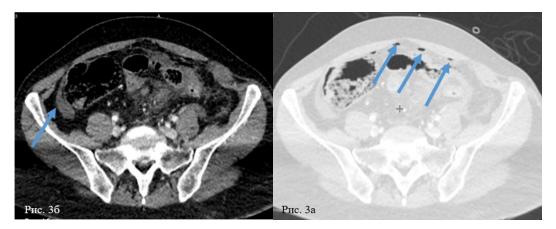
КТ живота, аксиальные проекции: a – свободный газ (голубые стрелки); б – свободная жидкость в брюшной полости (голубая стрелка) Figure 3. Abdomen CT axial projections: a – free abdominal air (blue arrow); б – peritoneal fluid (blue arrow)
